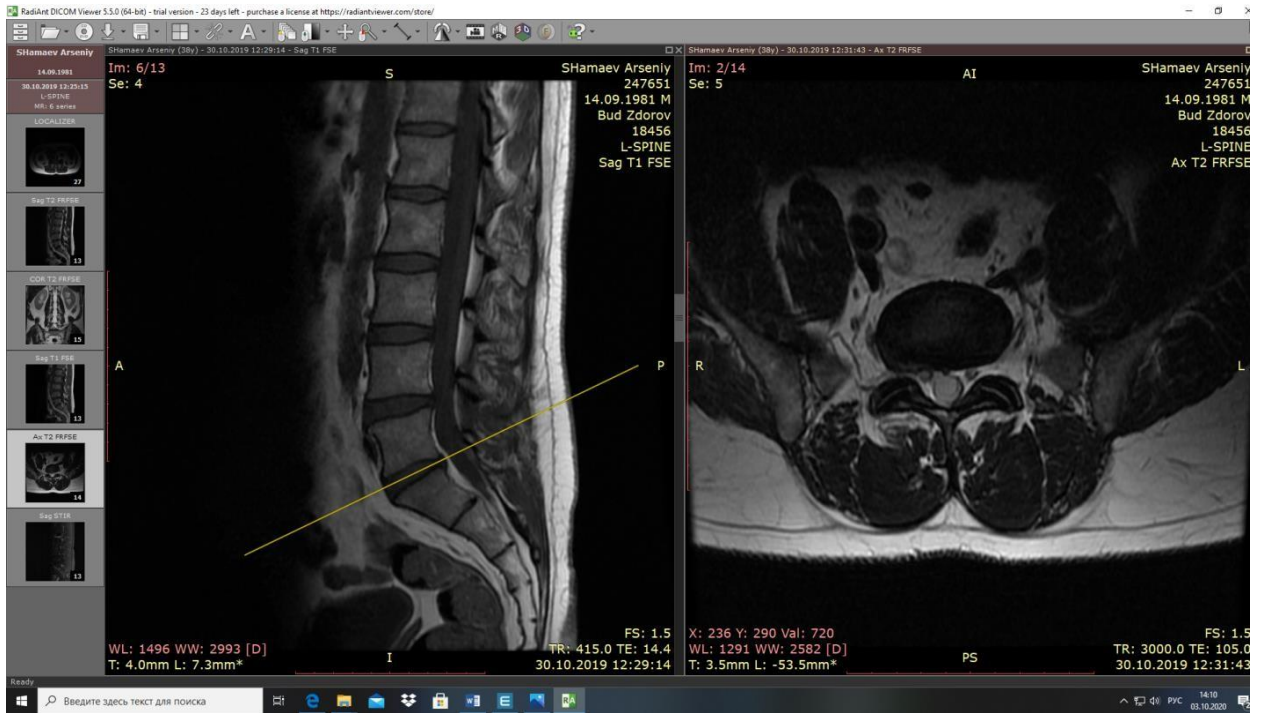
МРТ контроль больного А. через 6 месяцев после операции
